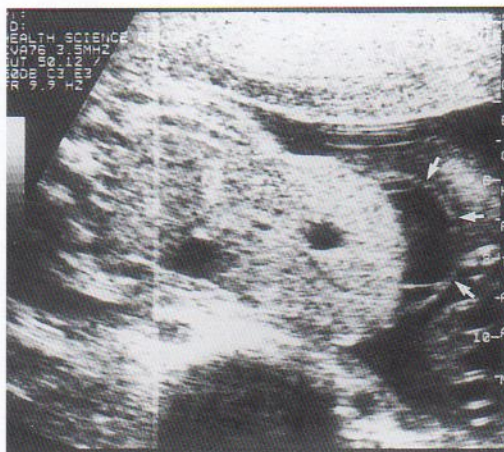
Ecografía del abdomen de un feto a las 28 semanas de gestación que muestra un onfalocele grande y gran parte del hígado saliendo del abdomen. La masa también contenía un saco pequeño recubierto por una membrana (flechas pequeñas). El cordón umbilical estaba incluido totalmente en la anomalía. (Cortesía del Dr. C. R. Harman, Department of Obstetrics, Gynecology and Reproductive Sciences, University of Maryland, Baltimore, Maryland, EE.UU.)
